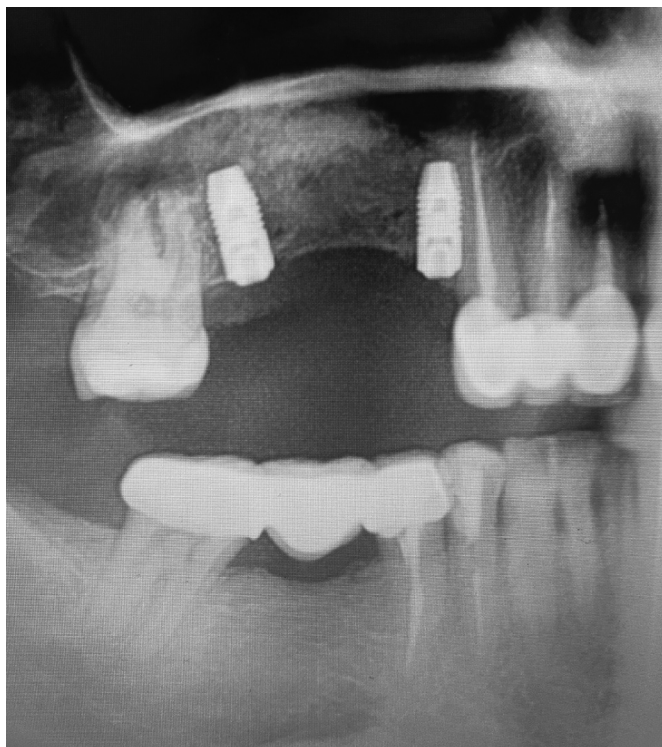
Результаты КТ после проведения процедуры открытого синус-лифтинга
